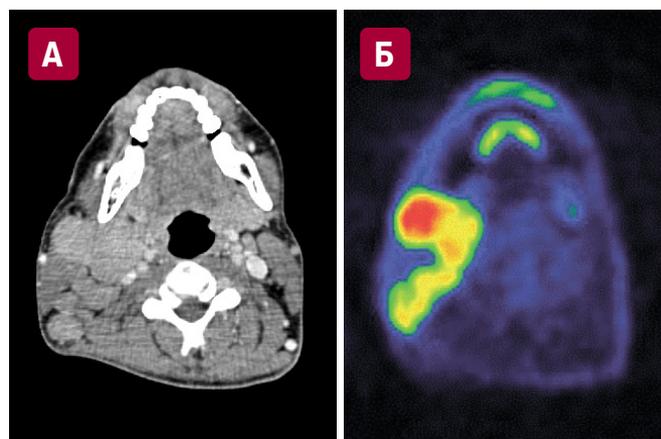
(А, Б) ПЭТ-КТ экстрамедуллярной плазмоцитомы с правосторонним поражением шейных лимфатических узлов у мужчины 37 лет
